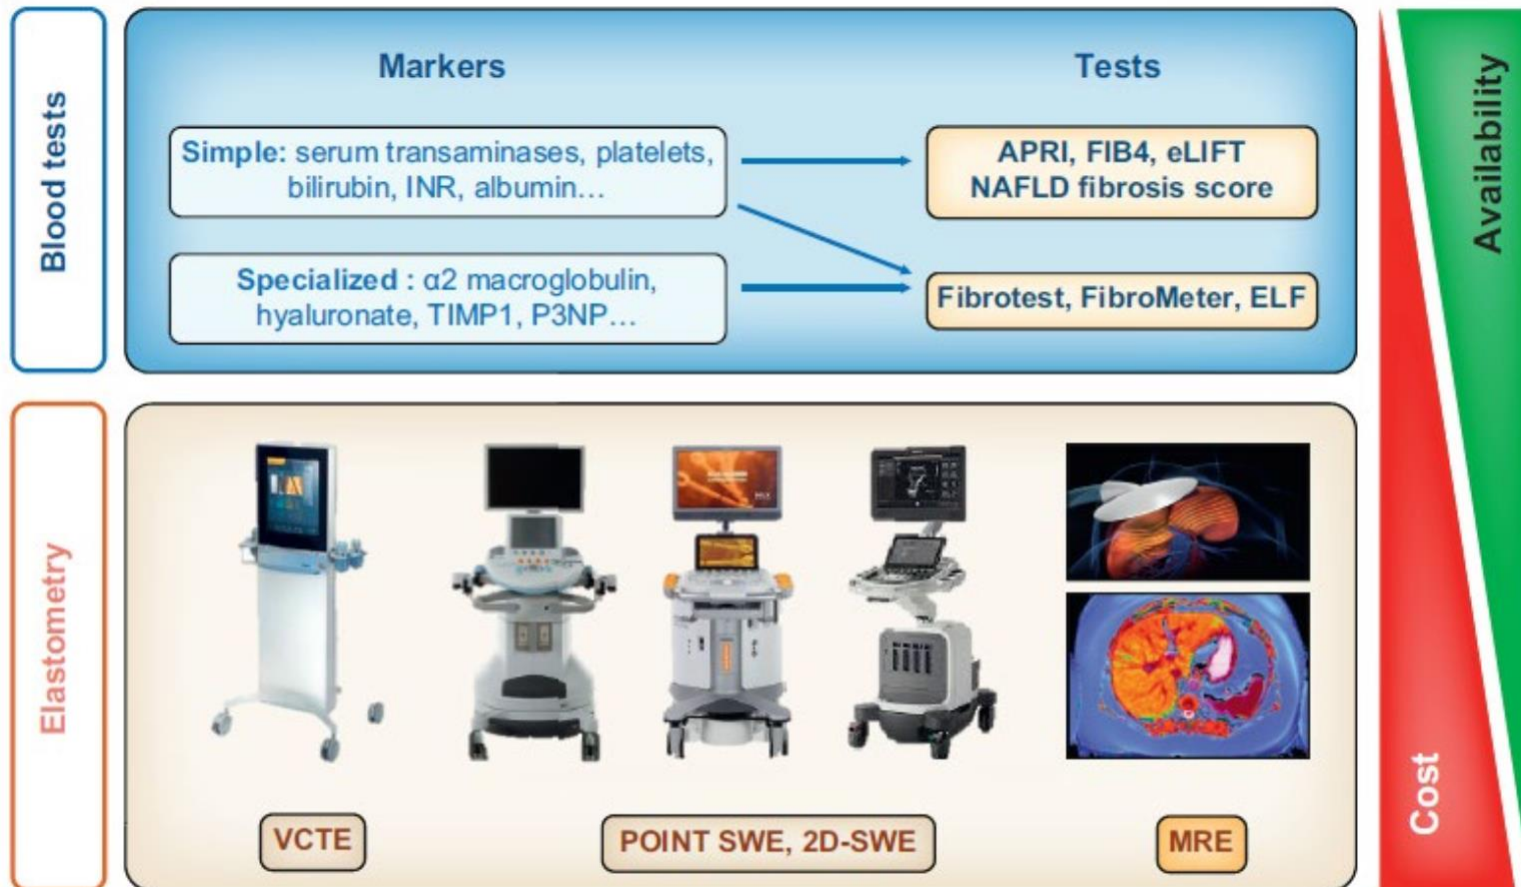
Nicht-invasive Tests für Leberfibrose als Basis für eine abgestufte Diagnostik bei der NAFLD. MRE, magnetic resonance elastography; SWE, shearwave elastography; VCTE, vibration controlled transient elastography. Aus: Boursier, Tsochatzis. JHEP Rep. 2021;3:100219 (17).
